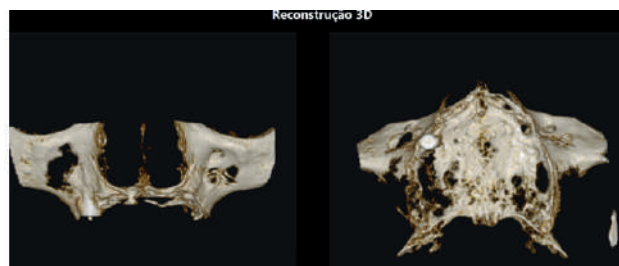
Reconstrução de tomografia computadorizada em 3D pós-operatória
